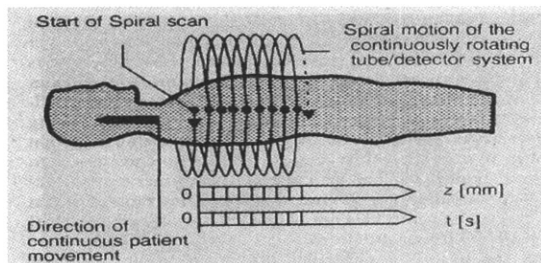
Principle of spiral CT. The combination of patient translation and tube rotation provides continuous helical path for data acquisition over a large volume.
